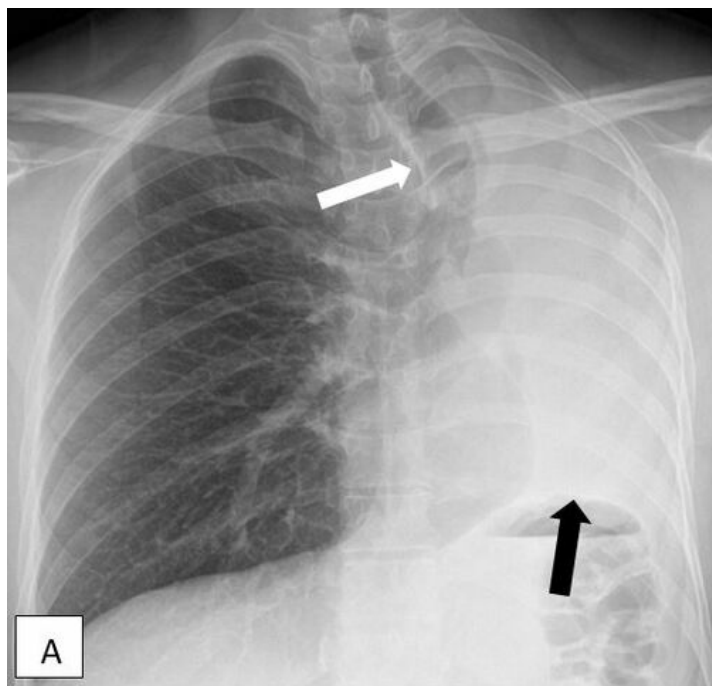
A. Opacité homogène diffuse du champ pulmonaire gauche, sans bronchogramme aérique, associée à une déviation trachéale gauche (flèche blanche) et à une ascension de la coupole diaphragmatique gauche (flèche noire) sur la radiographie de thorax. B. Déviation médiastinale secondaire à l'atélectasie du poumon gauche (« P »), avec mise en évidence d'une lésion endoluminale de la bronche principale gauche en thoracique avec injection de produit de contraste. Tumeur bronchique primitive.
